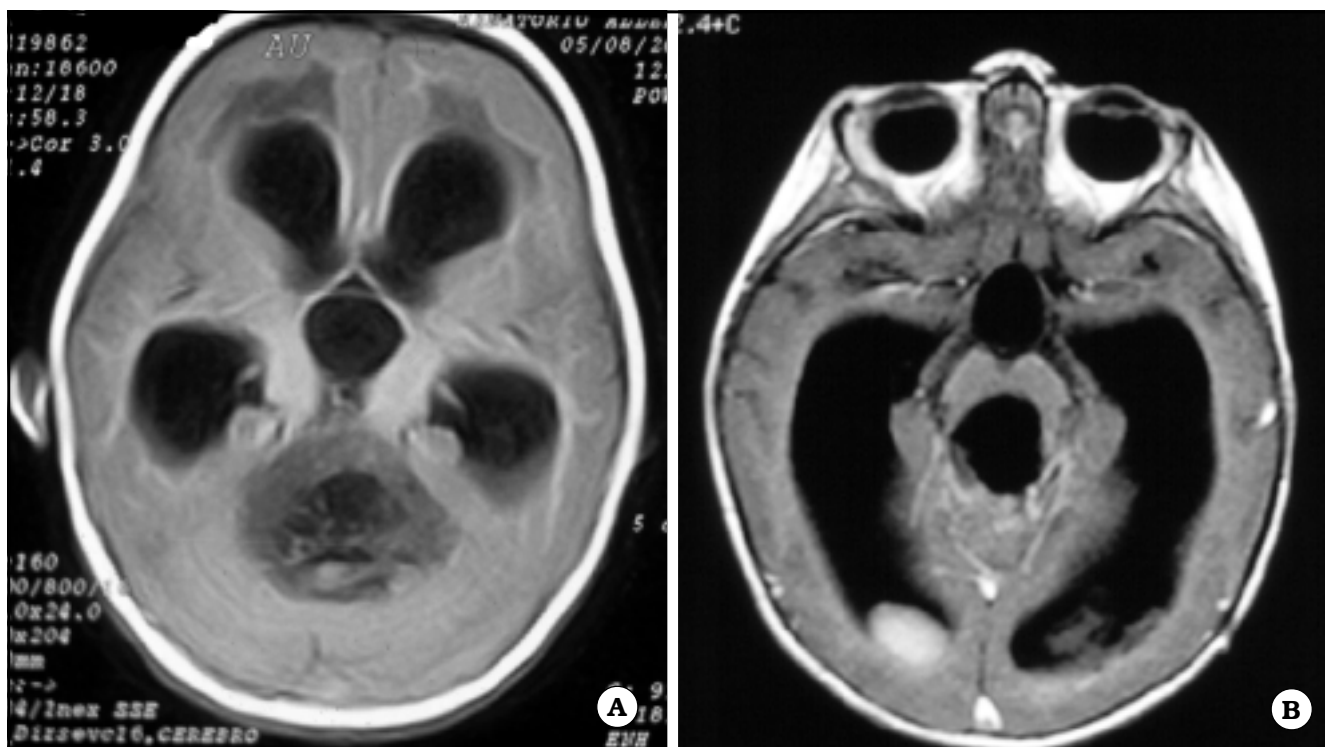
A. IRM axial que muestra meduloblastoma en el preoperatorio. B. El mismo paciente en el postoperatorio, donde se observa una resección total.
